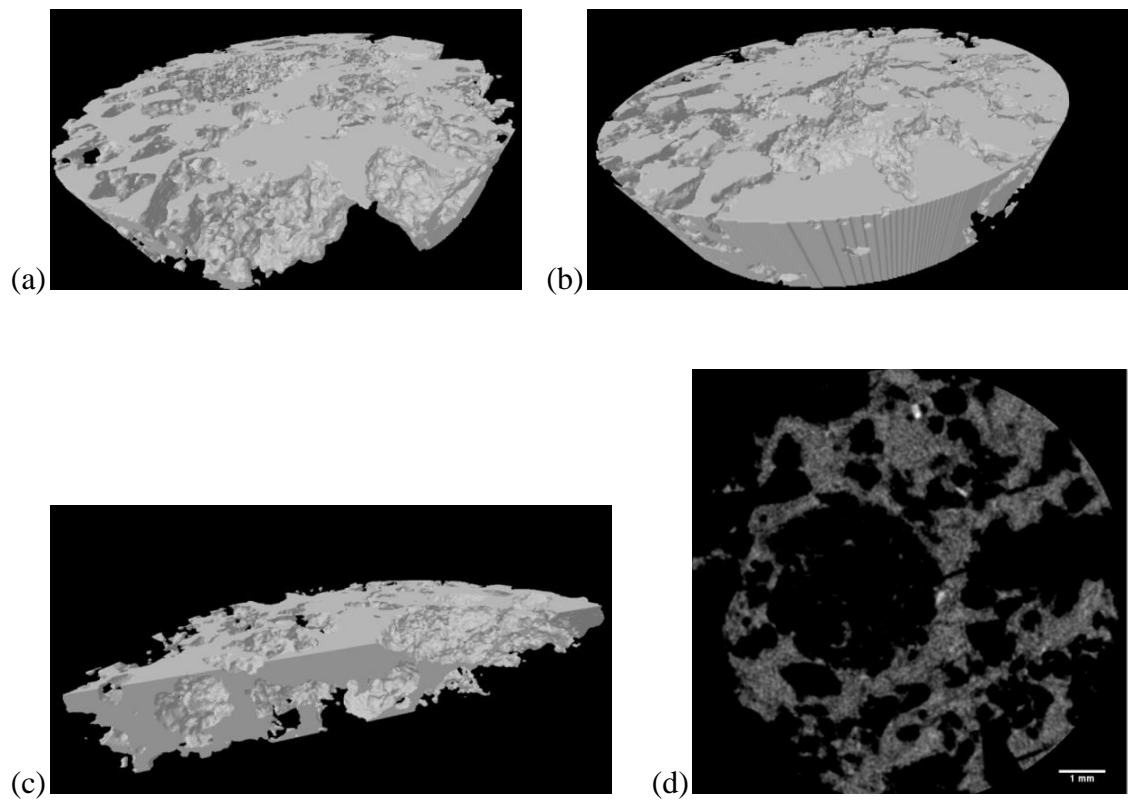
μ CT do VBC 700⁰C: (a) *scaffold* em 3D, (b) estrutura de poros em 3D, (c) estrutura interna em 3D, (d) corte 2D.
